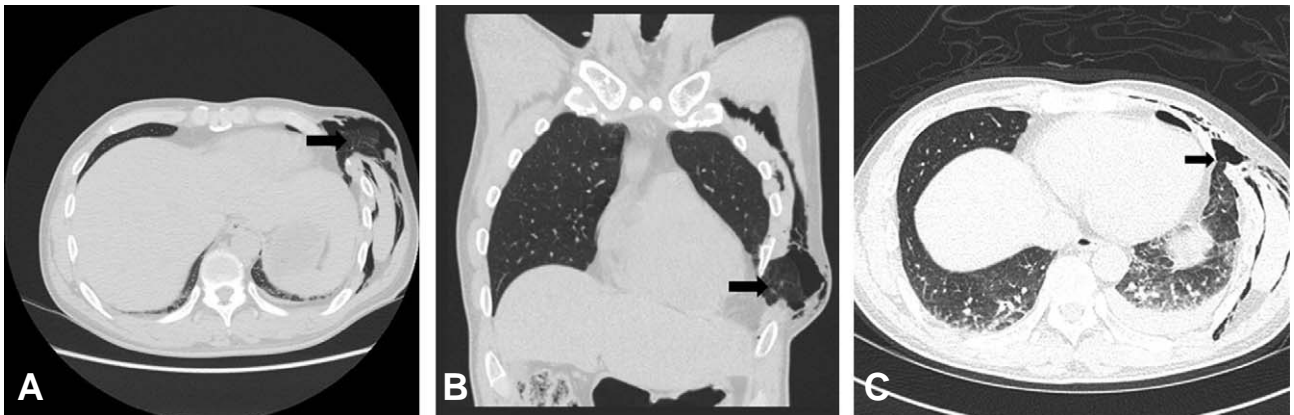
(A) Chest CT shows an intercostal posttraumatic lung herniation (arrow) and subcutaneous emphysema; axial view, (B) coronal view. (C) Chest CT after reduction of lung herniation shows very small herniated lung (arrow).
